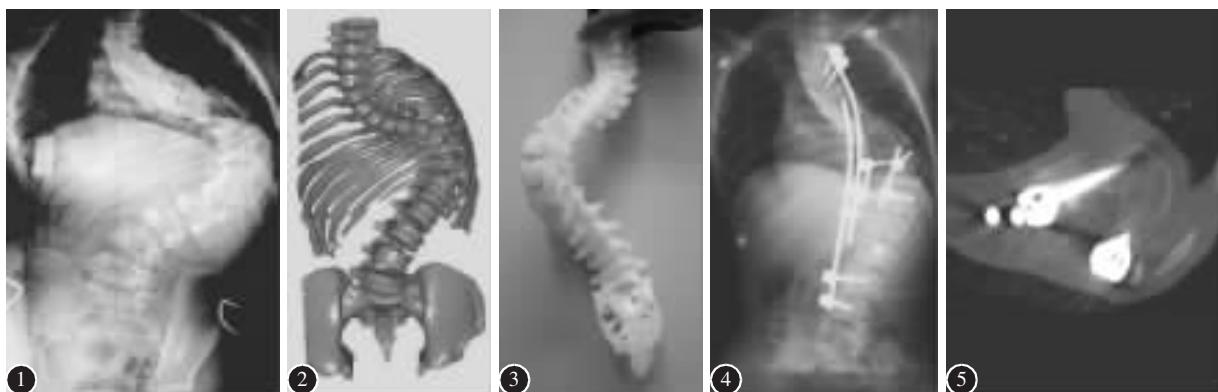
术前正位 X 线片示重度脊柱侧凸畸形 图 2 脊柱数字化三维重建更直观显示侧凸畸形 图 3 脊柱快速成型模型与患者脊柱畸形的外形、尺寸完全一致 图 4 术后正位 X 线片示脊柱侧凸畸形矫形满意 图 5 术后 CT 示椎弓根螺钉位置正确
